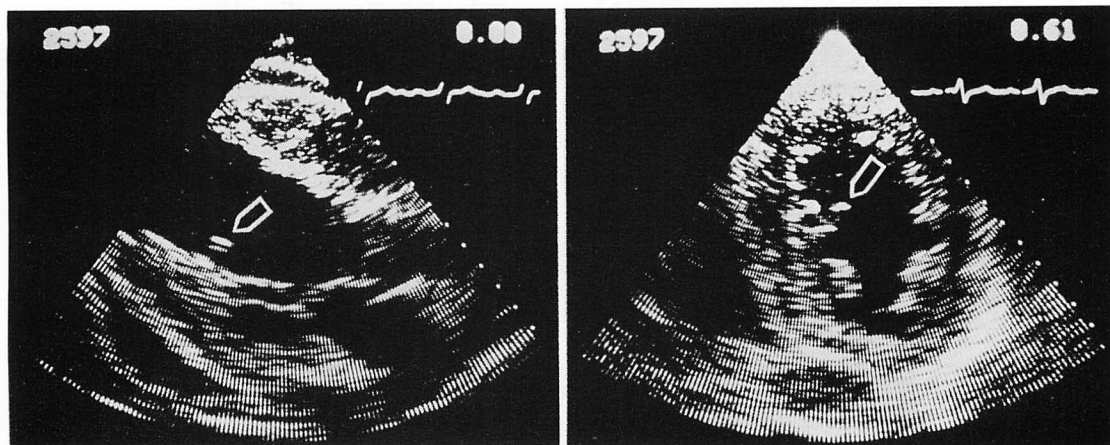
Cross-sectional echocardiograms from Case 3.
